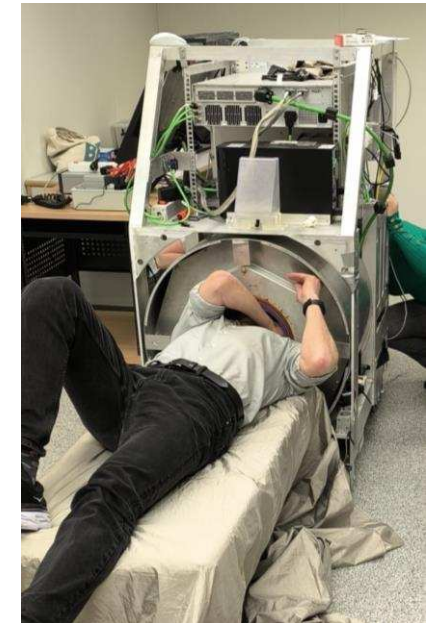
RM portátil de 86mT.
